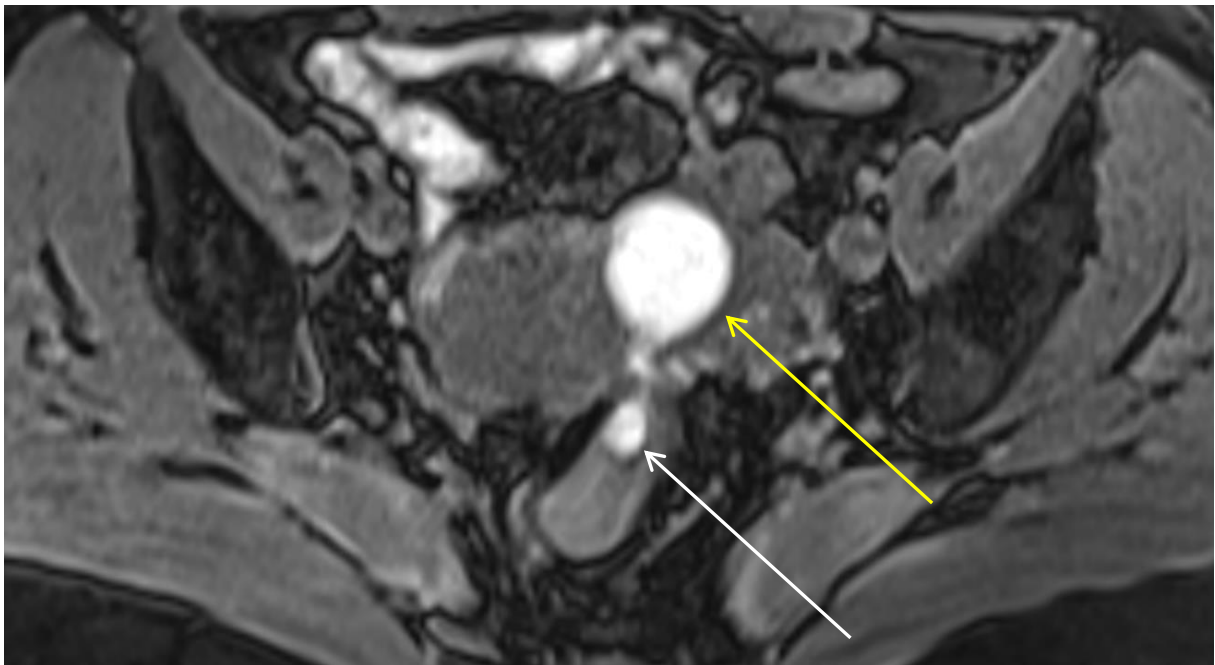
IRM séquence axiale diffusion : lésion sigmoïdienne en hypersignal (flèche blanche), associée à un endométriome (flèche jaune).
